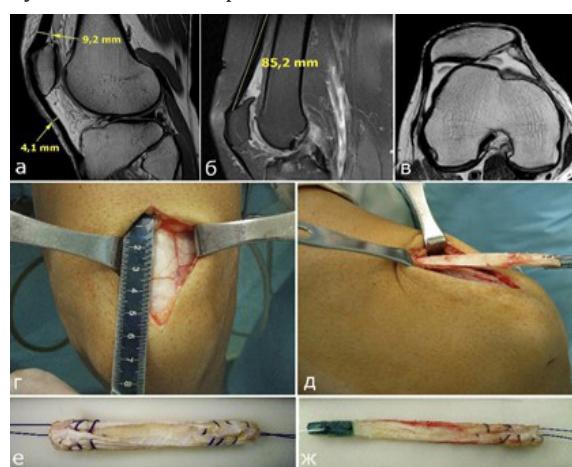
Предоперационная МРТ оценка: толщины (а) и длины (б) сухожилия ЧГМБ, латеропозиции надколенника (в). Этапы операции: г – мобилизация сухожилия ЧГМБ, д – забор трансплантата с костным блоком, е – трансплантат без костного блока, ж – трансплантат с костным блоком
